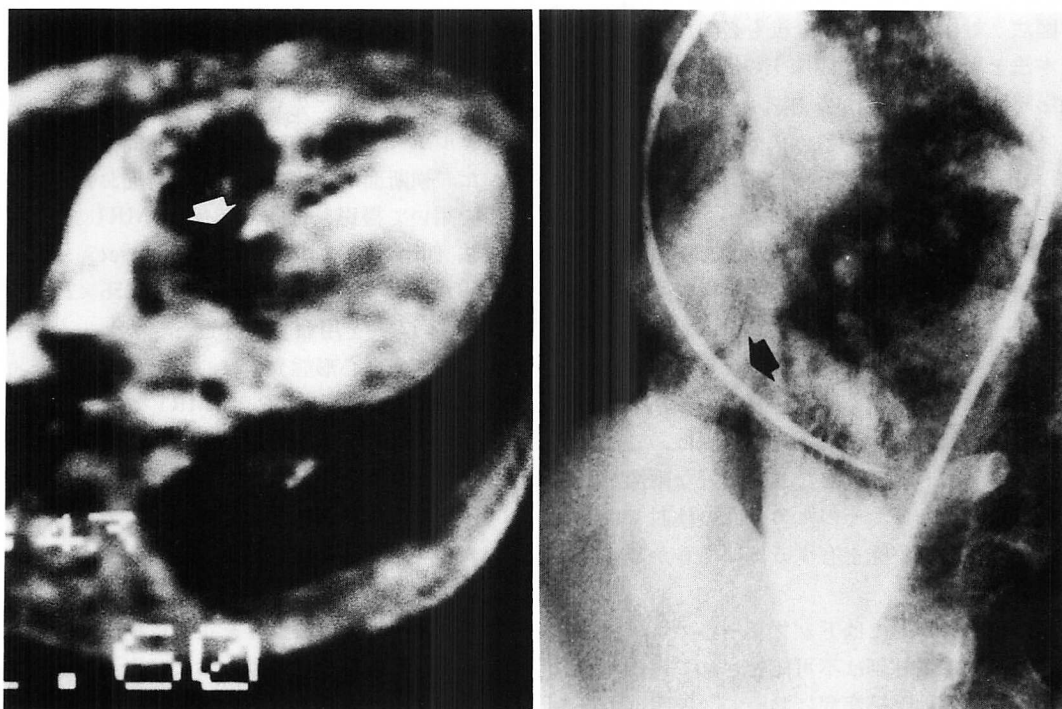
MRI and left ventriculography in a case with ventricular septal defect (5-year-old boy).
